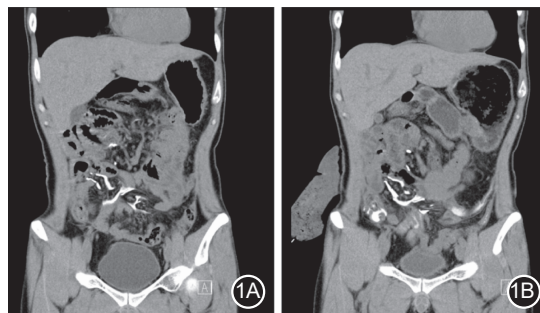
本例患者术后腹部增强 CT 影像图 1A. 初次手术后 4 个月时, 显示小肠系膜不规则线性高密度影; 1B. 初次术后 9 个月时, 小肠系膜不规则线性高密度影较前相仿
